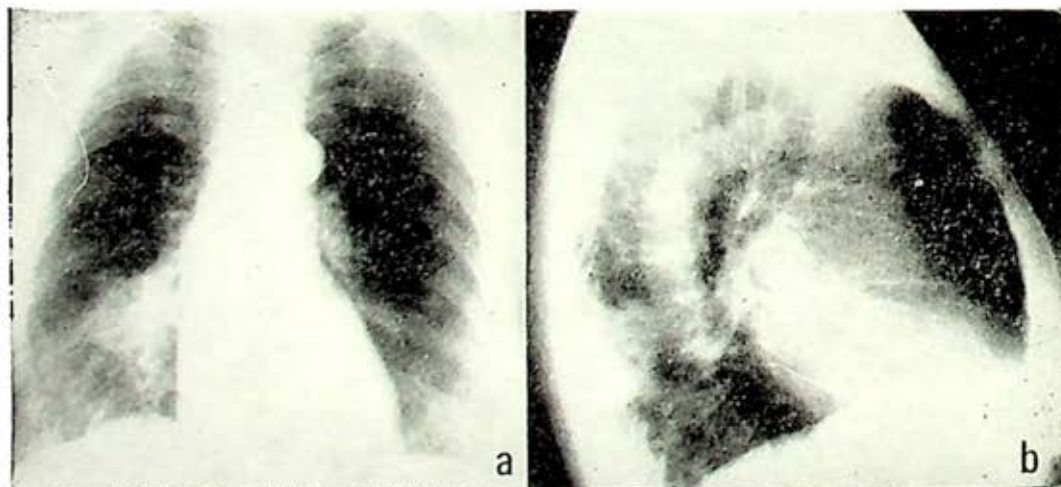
Carcinoma del lóbulo inferior derecho; la radiografía postero anterior (a), muestra al tumor como hilar bajo; la lateral (b) lo localiza en el segmento subsuperior; nótese su contacto con la pared torácica.
